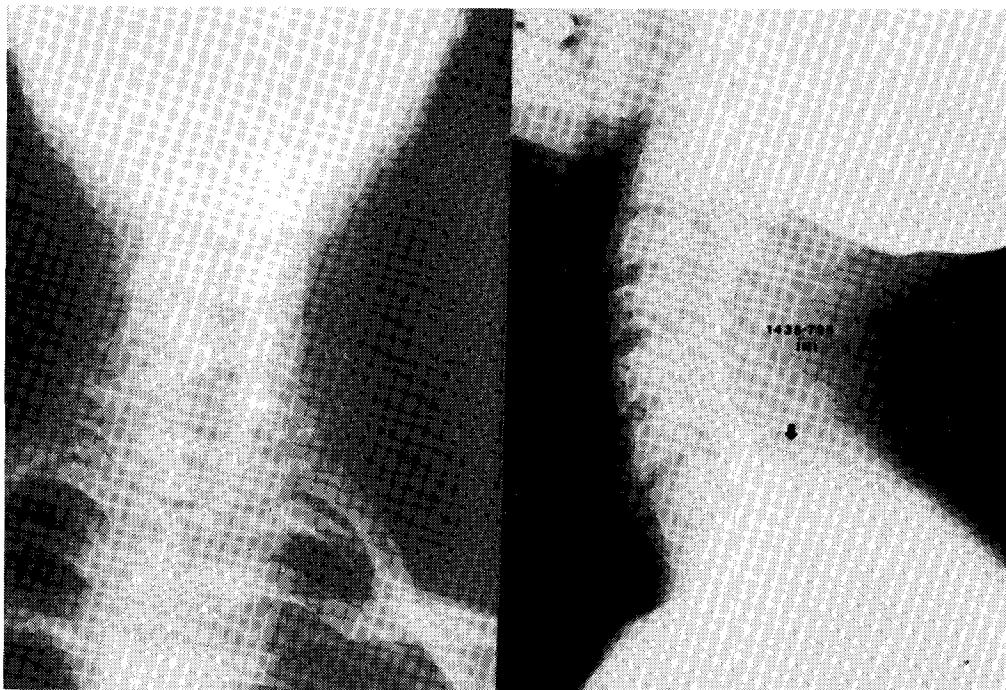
Conventional radiographs (AP & Lateral projection) of the cervical spine: Destructive bony lesion is visible in the base of spinous process of the C7 vertebra in lateral projection and there is no radiological change in the body of the C7 vertebra. In AP projection T2-3 intervertebral disc space narrowing is faintly noted and right side pedicle of C7 vertebra is not visualized due to involvement of the same lesion.
